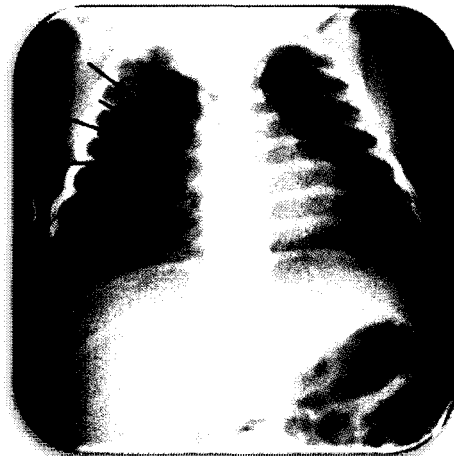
Radiographie pulmonaire d'un patient atteint d'un syndrome d'aspiration méconiale (Tirée de ALY, 2004).
